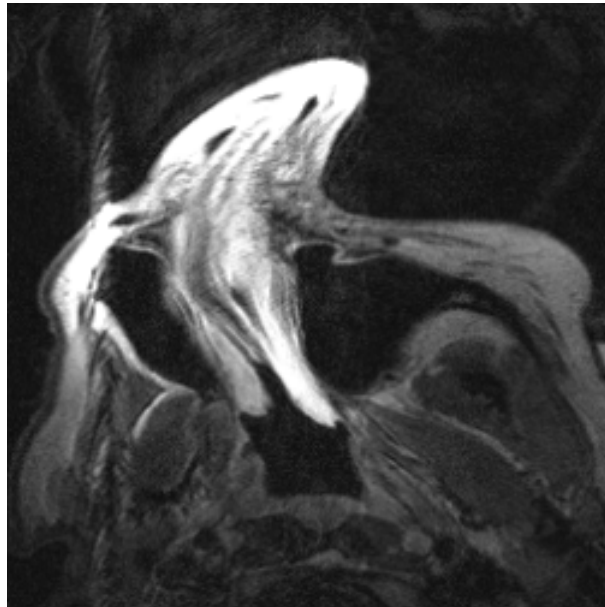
Metallartefakte in der MRT des Gesichtsschädels durch eine Metallplatte, die nach Orbitabodenfraktur implantiert worden war
